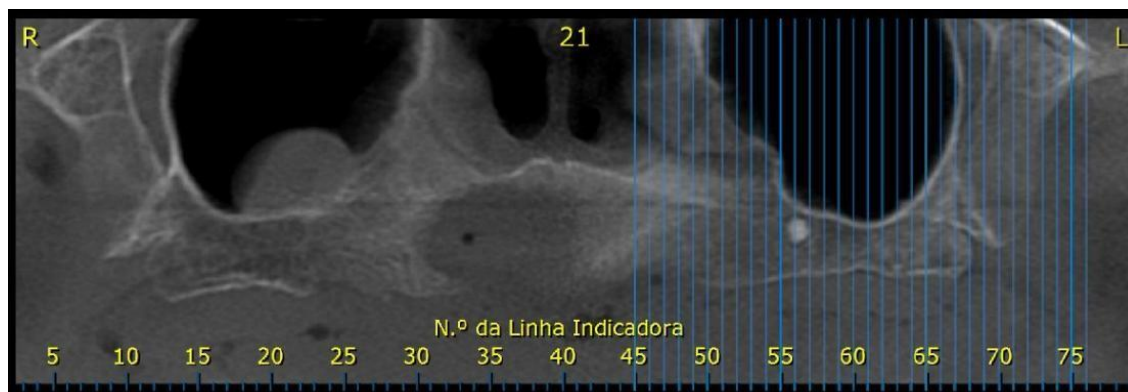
Plano panorâmico da tomografia computadorizada.
